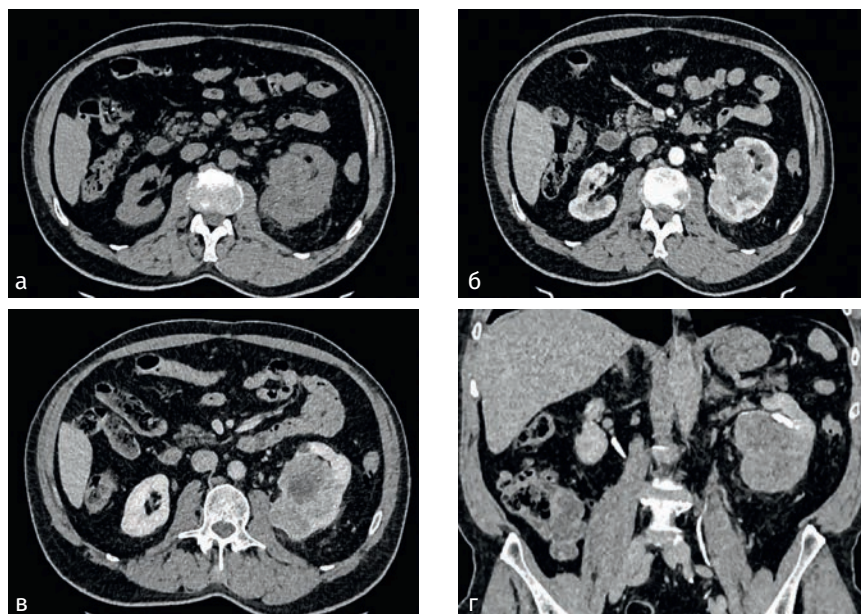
Компьютерные томограммы почки с опухолью. Стадия T1: а — опухоль правой почки в нативную фазу, стадия T1a, аксиальная проекция; б — опухоль правой почки в кортико-медуллярную фазу, стадия T1a, аксиальная проекция; в — опухоль правой почки в нефрографическую фазу, стадия T1a, аксиальная проекция; г — опухоль правой почки в урографическую фазу, стадия T1a, аксиальная проекция. Стадия T2: а — опухоль правой и левой почки в нативную фазу, стадия T2a, коронарная проекция; б — опухоль правой и левой почки в кортико-медуллярную фазу, стадия T2a, коронарная проекция; в — опухоль правой и левой почки в нефрографическую фазу, стадия T2a, коронарная проекция; г — опухоль правой и левой почки в урографическую фазу, стадия T2a, коронарная проекция
